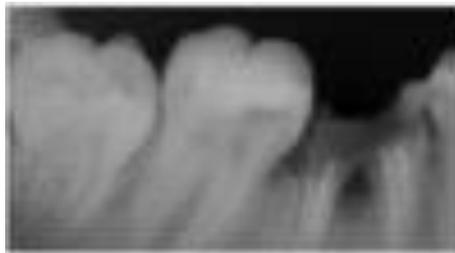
Periapical inicial dos dentes 48, 47 e restos radiculares do 46.
